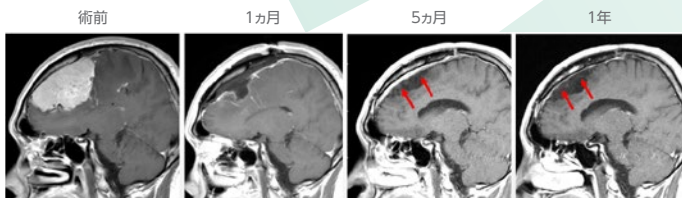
DuraGen®留置部位のMRI所見の経時的変化(開頭手術)
